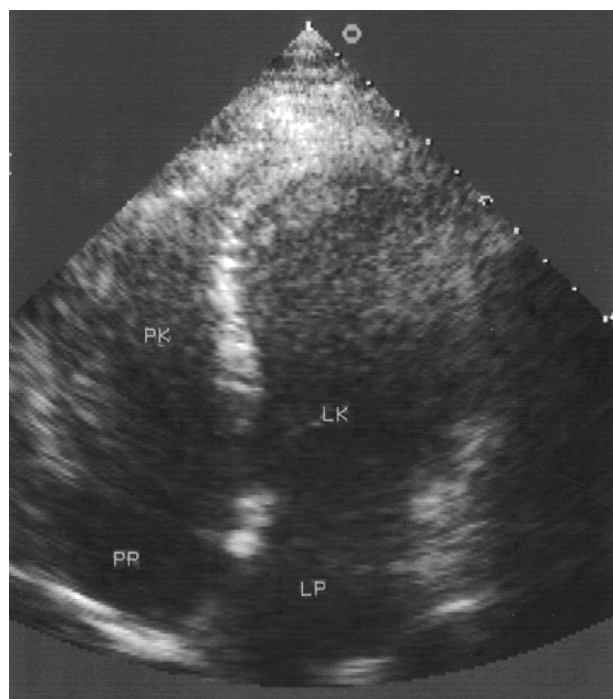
Badanie echokardiograficzne przezklatkowe wykonane w ostrej fazie choroby. Projekcja 4-jamowa w rozkurczu
